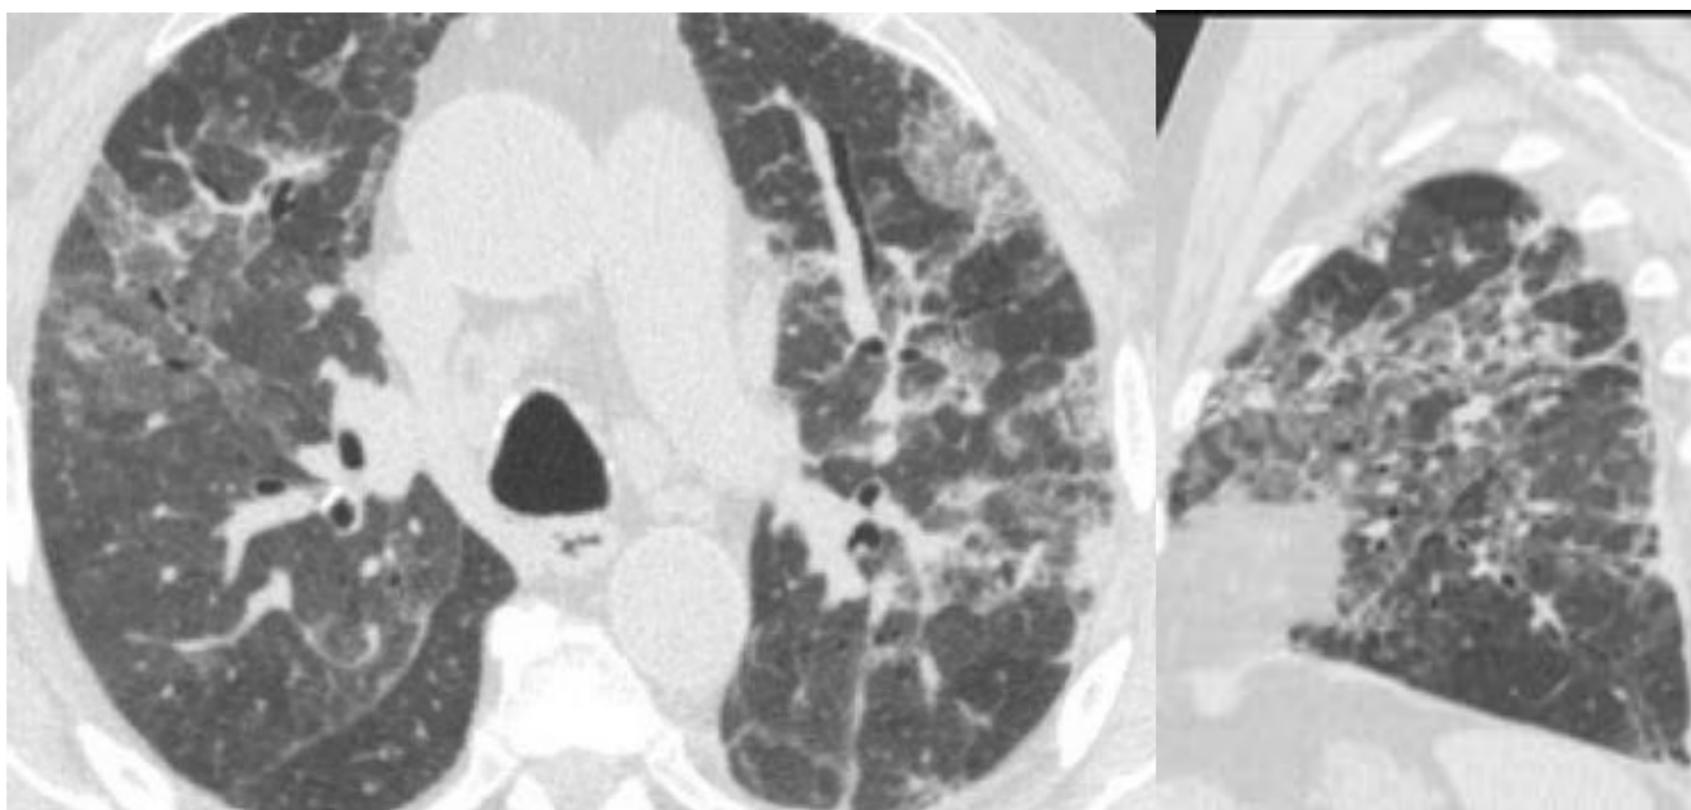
Corte axial y sagital de TC de una paciente mujer de 67 años con signos de afectación intersticial difusa. Opacidades reticulares y en vidrio deslustrado de predominio en LLSS que se alternan con áreas parcheadas radioluscentes (signo indirecto de atrapamiento aéreo). Patrón incompatible con NIU.
